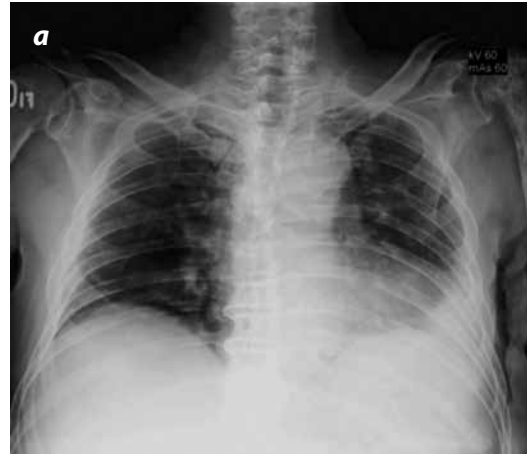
a) Radiografía PA de tórax: lesiones osteolíticas permeativas en las costillas y húmero izquierdo. b) Radiografía AP de caderas: lesiones osteolíticas permeativas en los fémures y huesos pélvicos. c) Radiografía AP de columna lumbosacra: lesiones osteolíticas en patrón moteado en el sacro y huesos ilíacos y múltiples lesiones permeativas en los cuerpos vertebrales visualizados, mostrando una fractura patológica del aspecto derecho de L3. Hay marcada osteopenia difusa.
